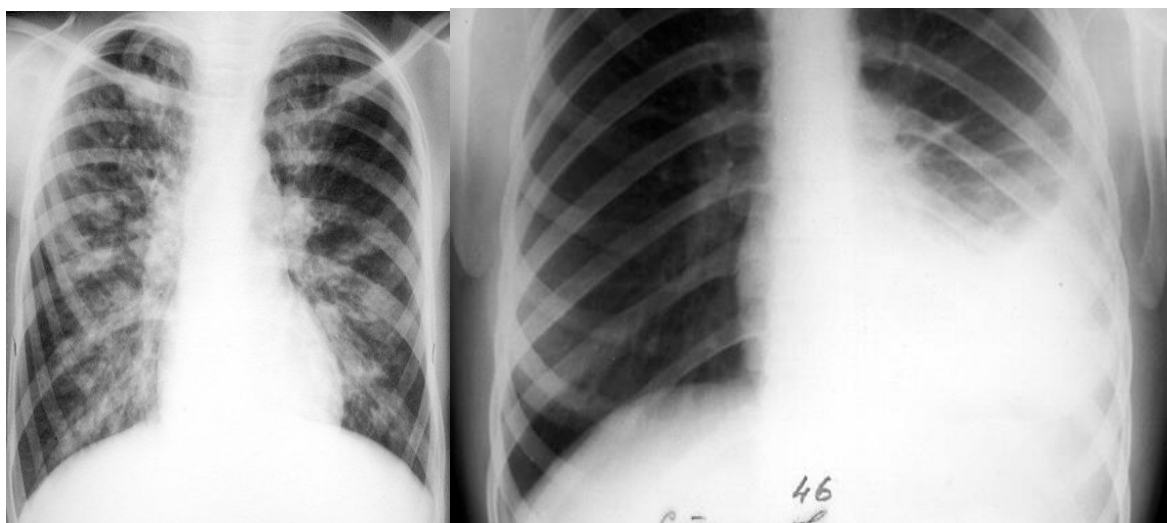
Рентгенографічне дослідження при плевриті:
